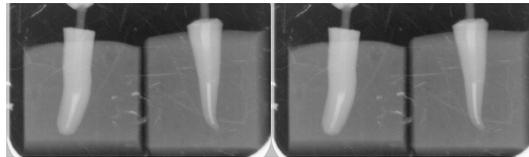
Cemento de resina autogravable, Relyx UNICEM y radiografías finales posterior a la cementación del poste.
